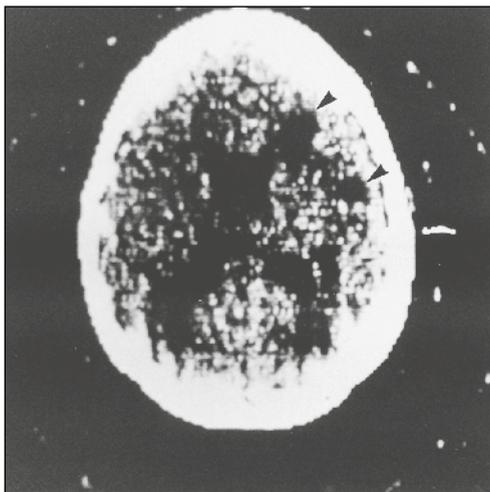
Imagen craneal inicial mediante TAC.*
